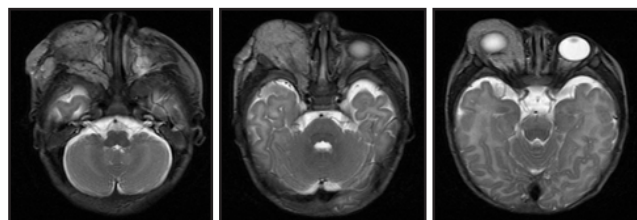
Axial T2-weighted FSE craniofacial-orbital MRI images, before treatment.
